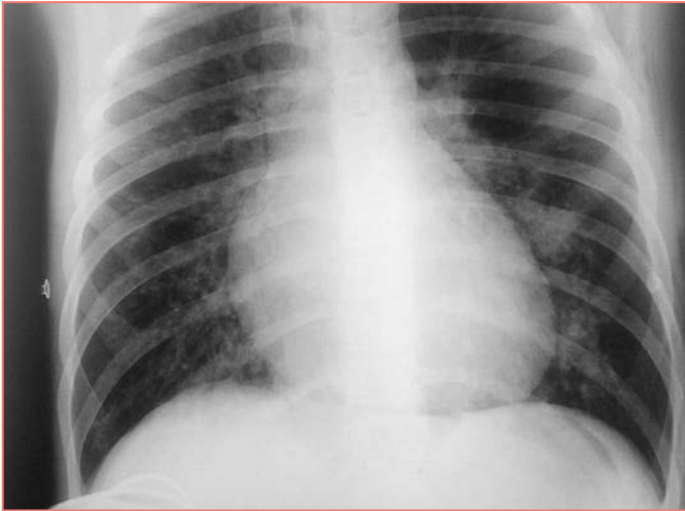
Рентгенограмма легких от 27.12.2016
